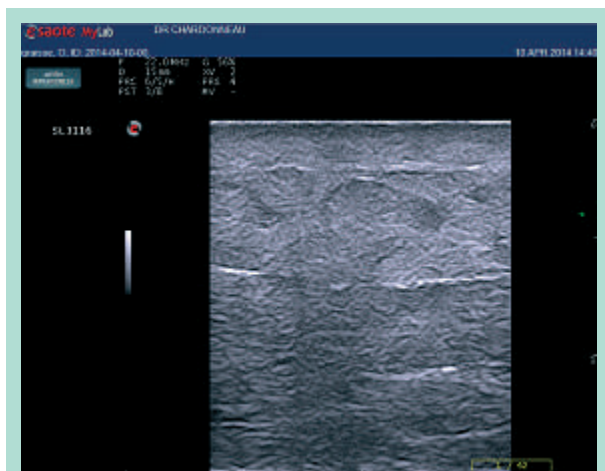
Échographie de haute résolution d'un lymphœdème du membre inférieur.
